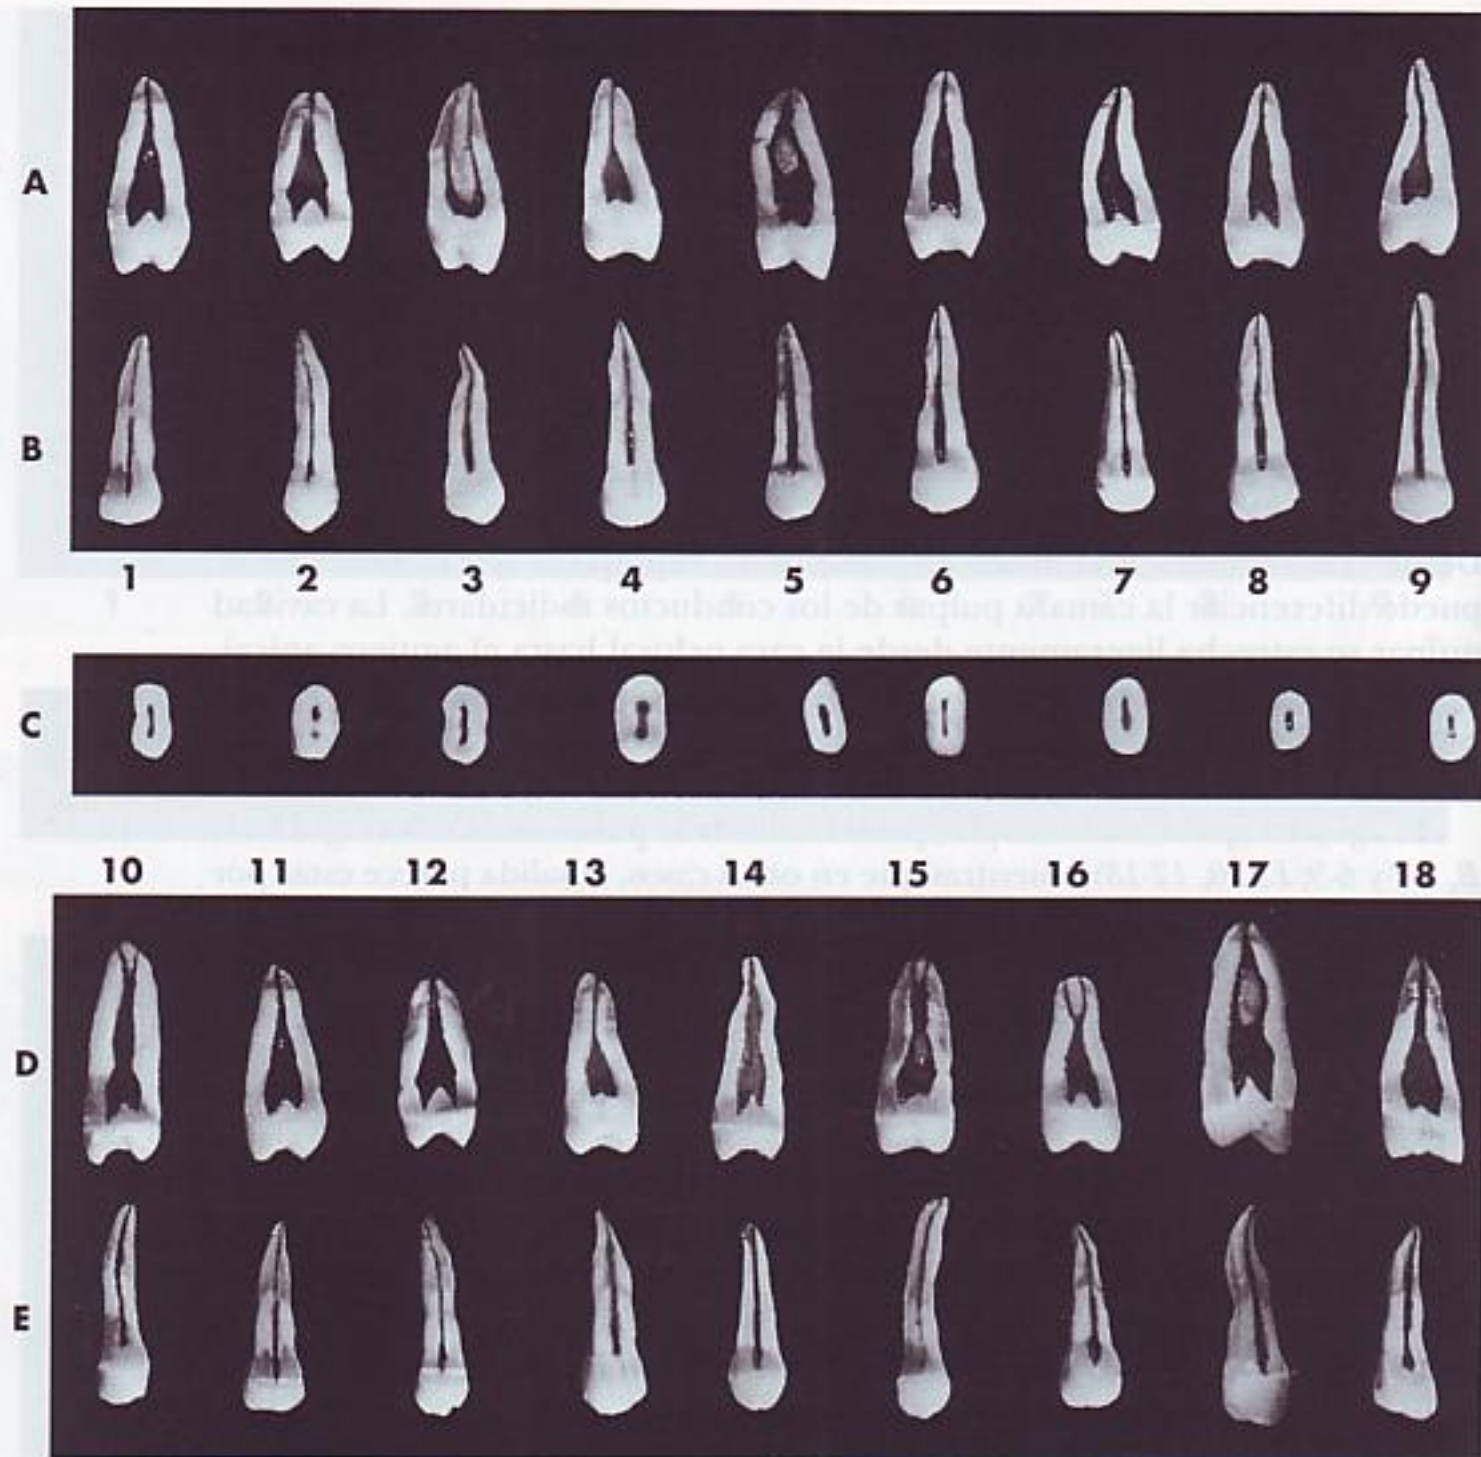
Segundo premolar maxilar. A, sección vestibulolingual mostrando la superficie mesial y distal de la cavidad pulpar. Esta proyección no se puede ver en las radiografías dentales. B, sección mesiodistal mostrando la superficie vestibular o lingual de la cavidad pulpar. C, sección transversal cervical en la UAC mostrando la cámara pulpar. Corresponde a las entradas de los conductos radiculares que se pueden ver en el suelo de la cámara pulpar. D, sección vestibulolingual mostrando la superficie mesial y distal de la cavidad pulpar. E, sección mesiodistal mostrando la superficie vestibular y lingual de la cavidad pulpar.
